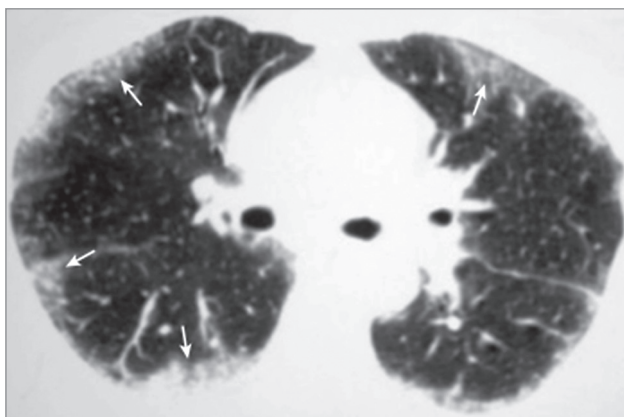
Нитрофурантоин-индуцированный интерстициальный пневмонит; 2-сторонние пятнистые субплевральные тени по типу «матового стекла» (стрелки); картина неспецифической интерстициальной пневмонии. Компьютерная томография (по Dulohery M. et al., 2022 [55])
